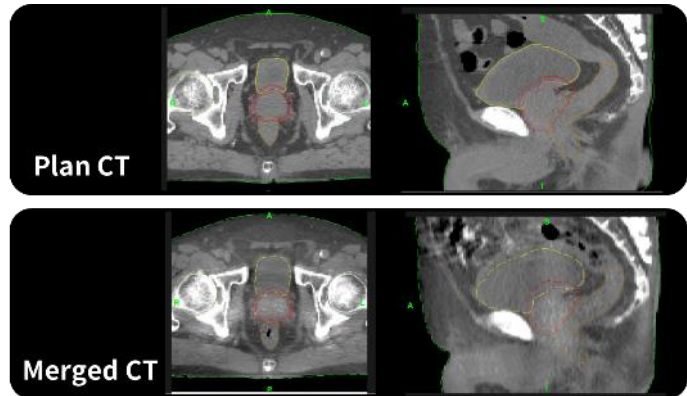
CBCT に対して DIR された Structure
